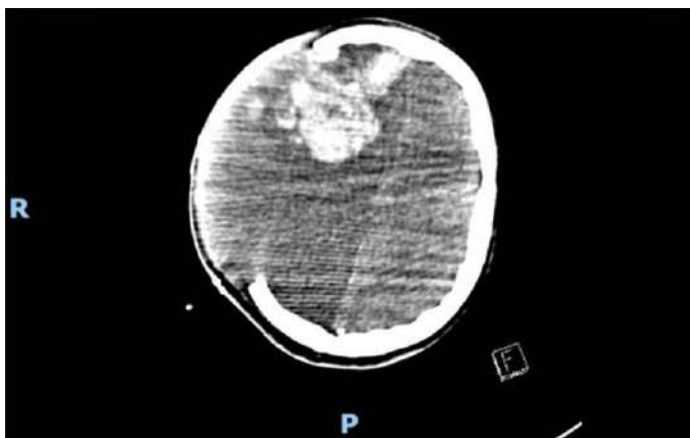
Tomografía computada de cráneo simple, con incremento importante del volumen hemático visualizado en comparación con el estudio previo. Hematoma parenquimatoso de aproximadamente 7.3 x 4.7 x 6.7 cm y volumen aproximado de 110 cc.
